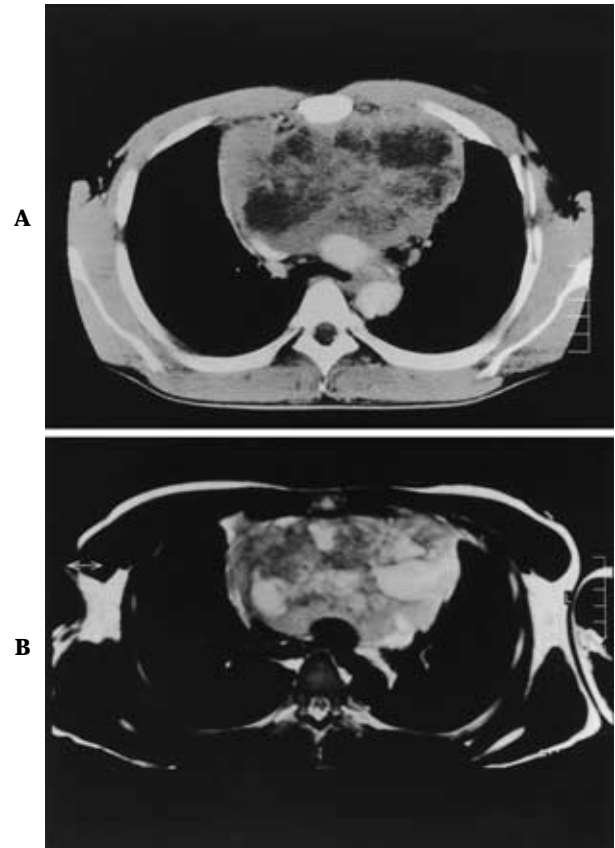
Photographs of chest CT and MRI before. A large tumor has various density contents.
